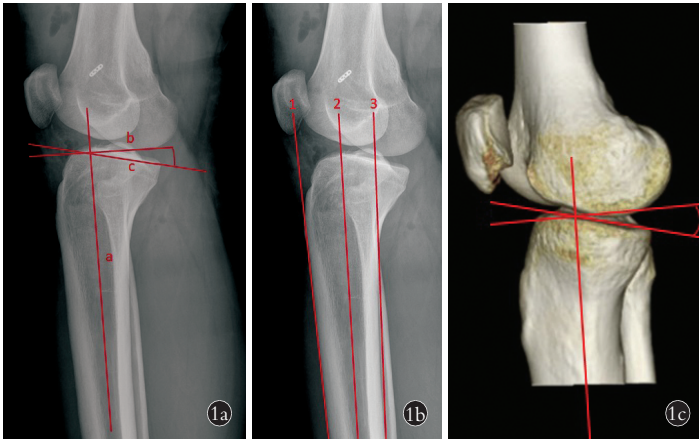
胫骨平台后倾角测量方式 1a. 胫骨平台后倾角是胫骨平台的切线 c 与胫骨结节下胫骨中上段轴线 a 的垂线 b 之间的夹角 1b. 常用的参考解剖轴: 1 沿前皮层切线, 2 沿胫骨近端解剖轴, 3 沿后皮层切线 1c. 基于 CT 三维重建上的胫骨平台后倾角测量
